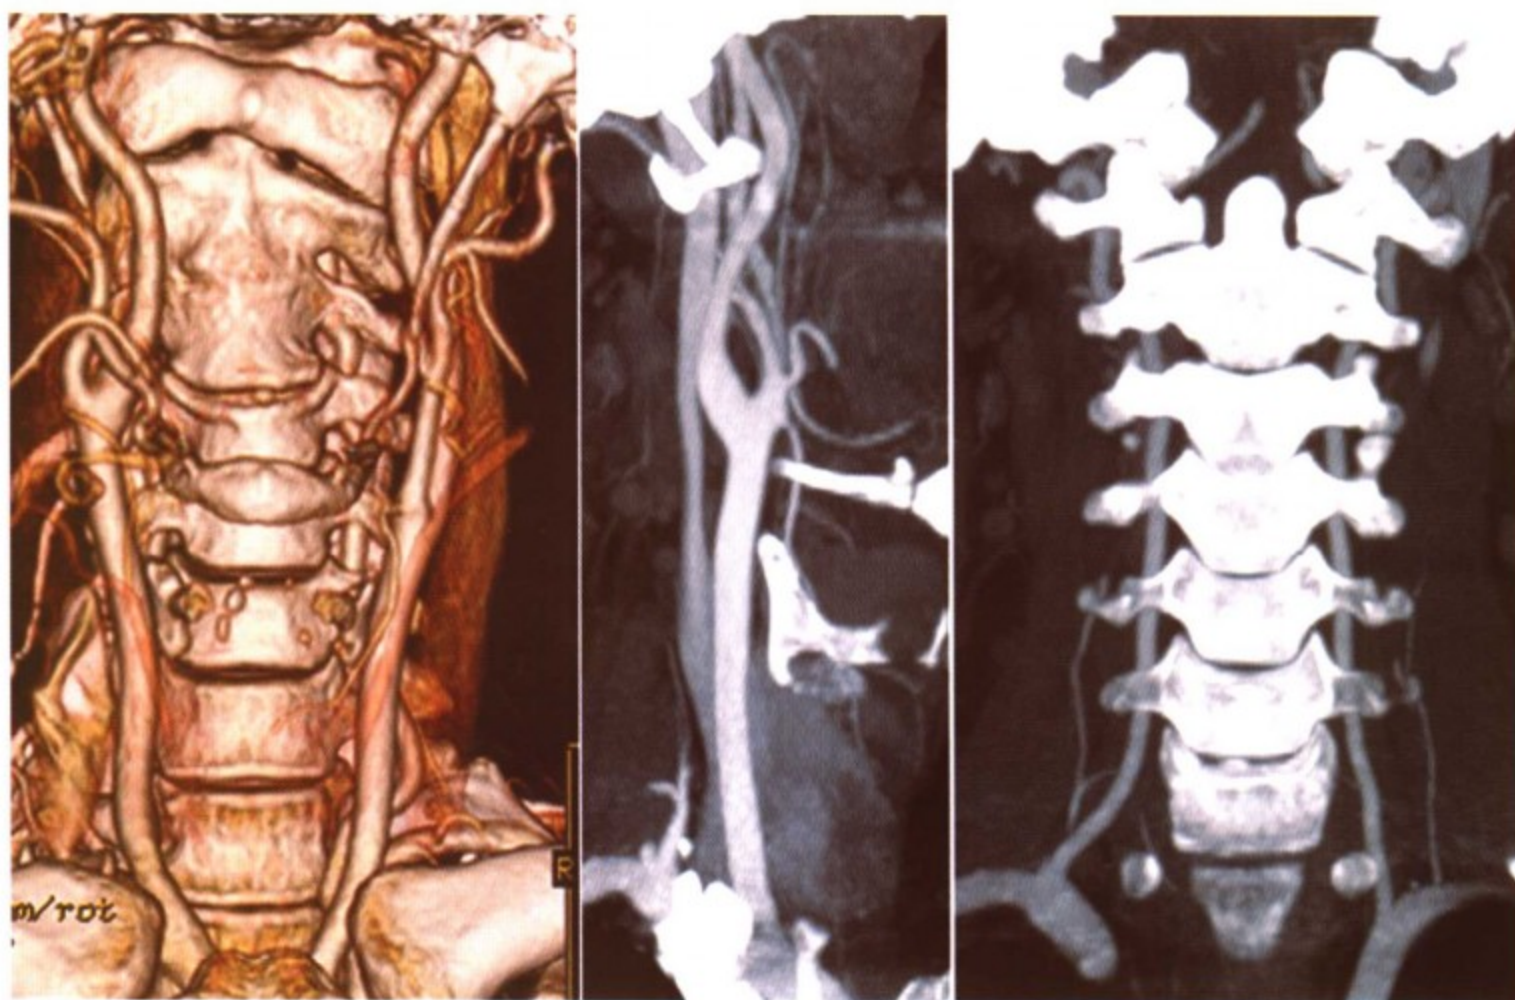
颈部 64 层螺旋 CT 的 VR、MIP 重建图像，清晰显示颈总动脉、颈内和颈外动脉及椎动脉
